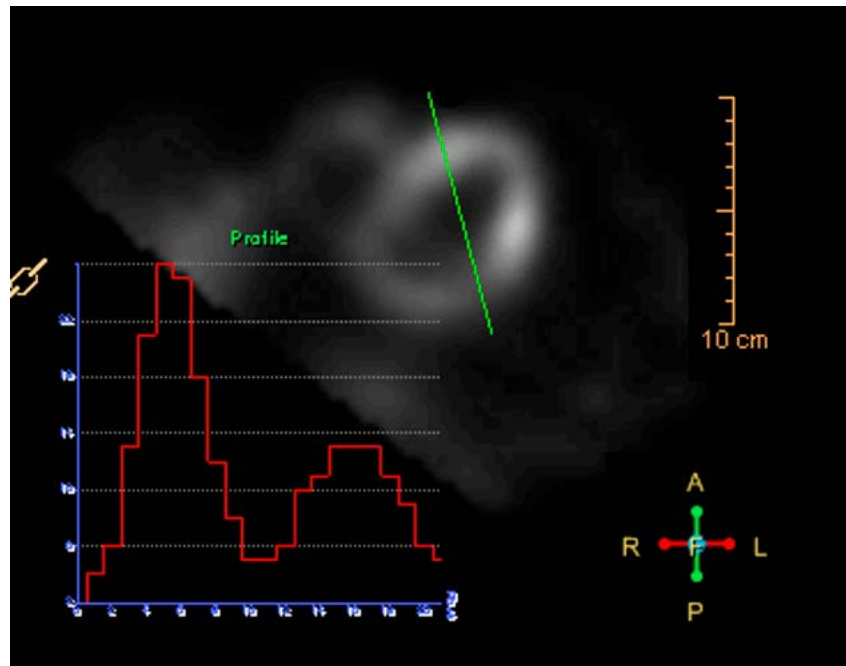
Контрастная разрешающая способность перфузионной ОЭКТ миокарда. Соотношение интенсивности сигнала от нормального миокарда к фону (полости ЛЖ) составляет 5.2/1, миокарда с интрамуральным повреждением – 2.5/1
